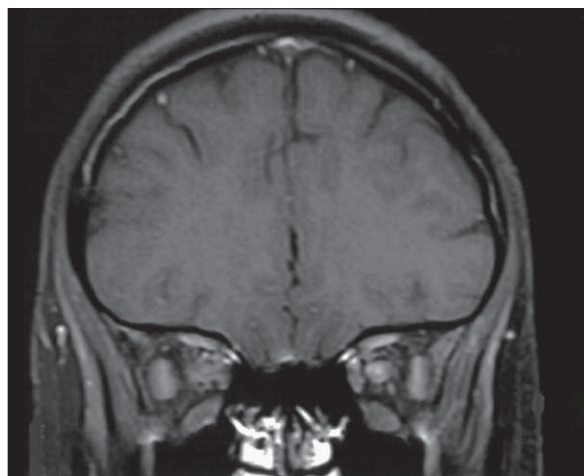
Imagen de RM en secuencia T1 con Gadolinio en cortes coronales: lesión hiperintensa en nervios ópticos. Se observan engrosados y captando medio de contraste.
